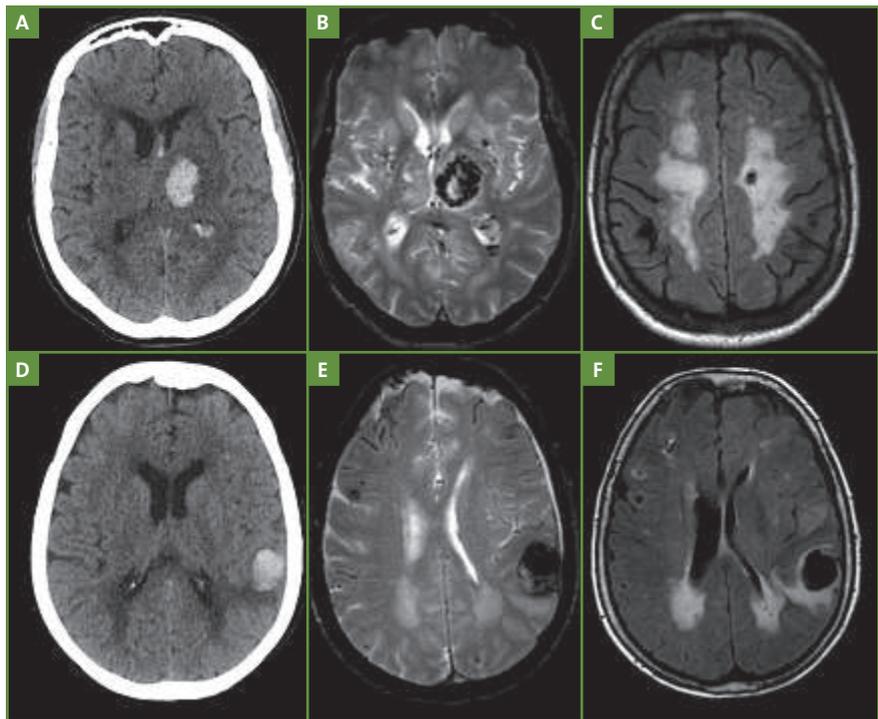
HIC primitives. En haut (A, B, C), HIC sur microangiopathie hypertensive. L'examen TDM cérébrale SPC (A) retrouve un hématome profond capsulo-thalamique gauche. L'IRM encéphalique retrouve des signes de microangiopathie avec plusieurs *microbleeds* en séquence T2EG (B) dont la topographie profonde oriente vers une origine hypertensive. En séquence FLAIR (C), les hypersignaux de la substance blanche et une lacune paraventriculaire gauche complètent les signes de microangiopathie. En bas (D, E, F), HIC sur AAC. L'examen TDM cérébrale SPC (D) retrouve un hématome lobaire frontotemporal gauche. L'IRM encéphalique est typique d'une AAC avec plusieurs *microbleeds* corticaux et une hémosidérose corticale en T2EG, alors que la séquence FLAIR retrouve des hypersignaux de la substance blanche.
